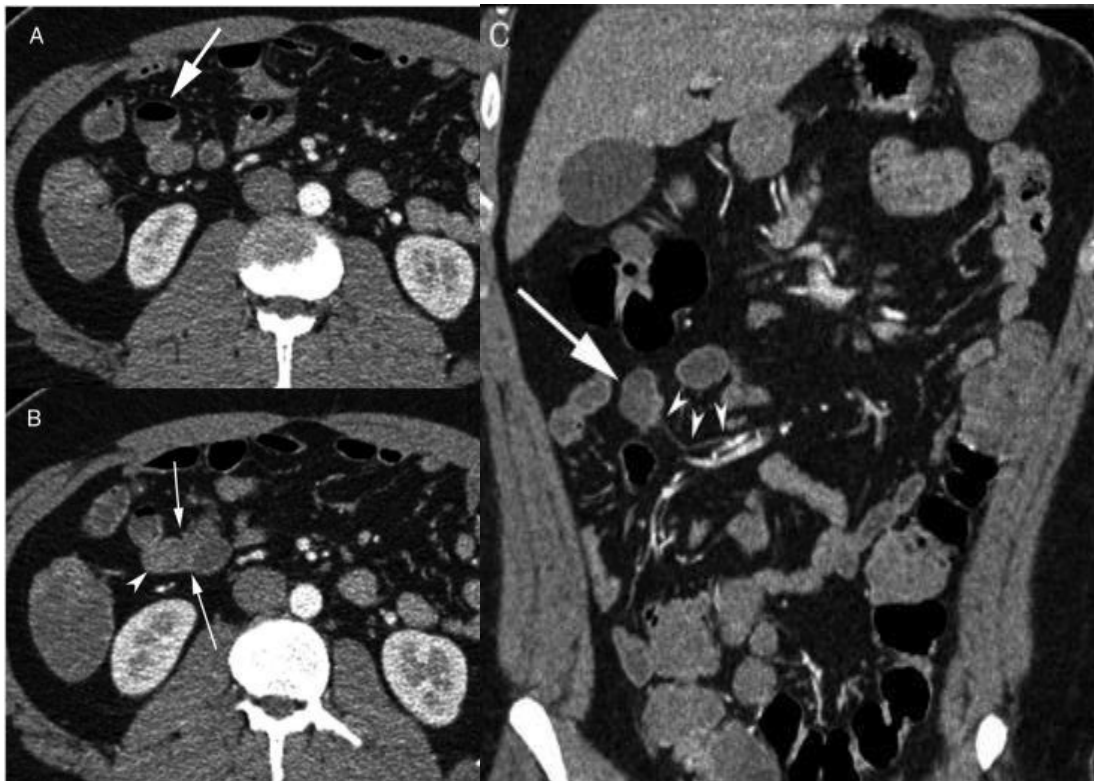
Las imágenes de la tomografía computarizada (TC) con contraste muestran una estructura tubular de terminación ciega que nace de las asas ileales (flecha gruesa) conectada al íleon terminal por un cuello ancho (flechas finas).
